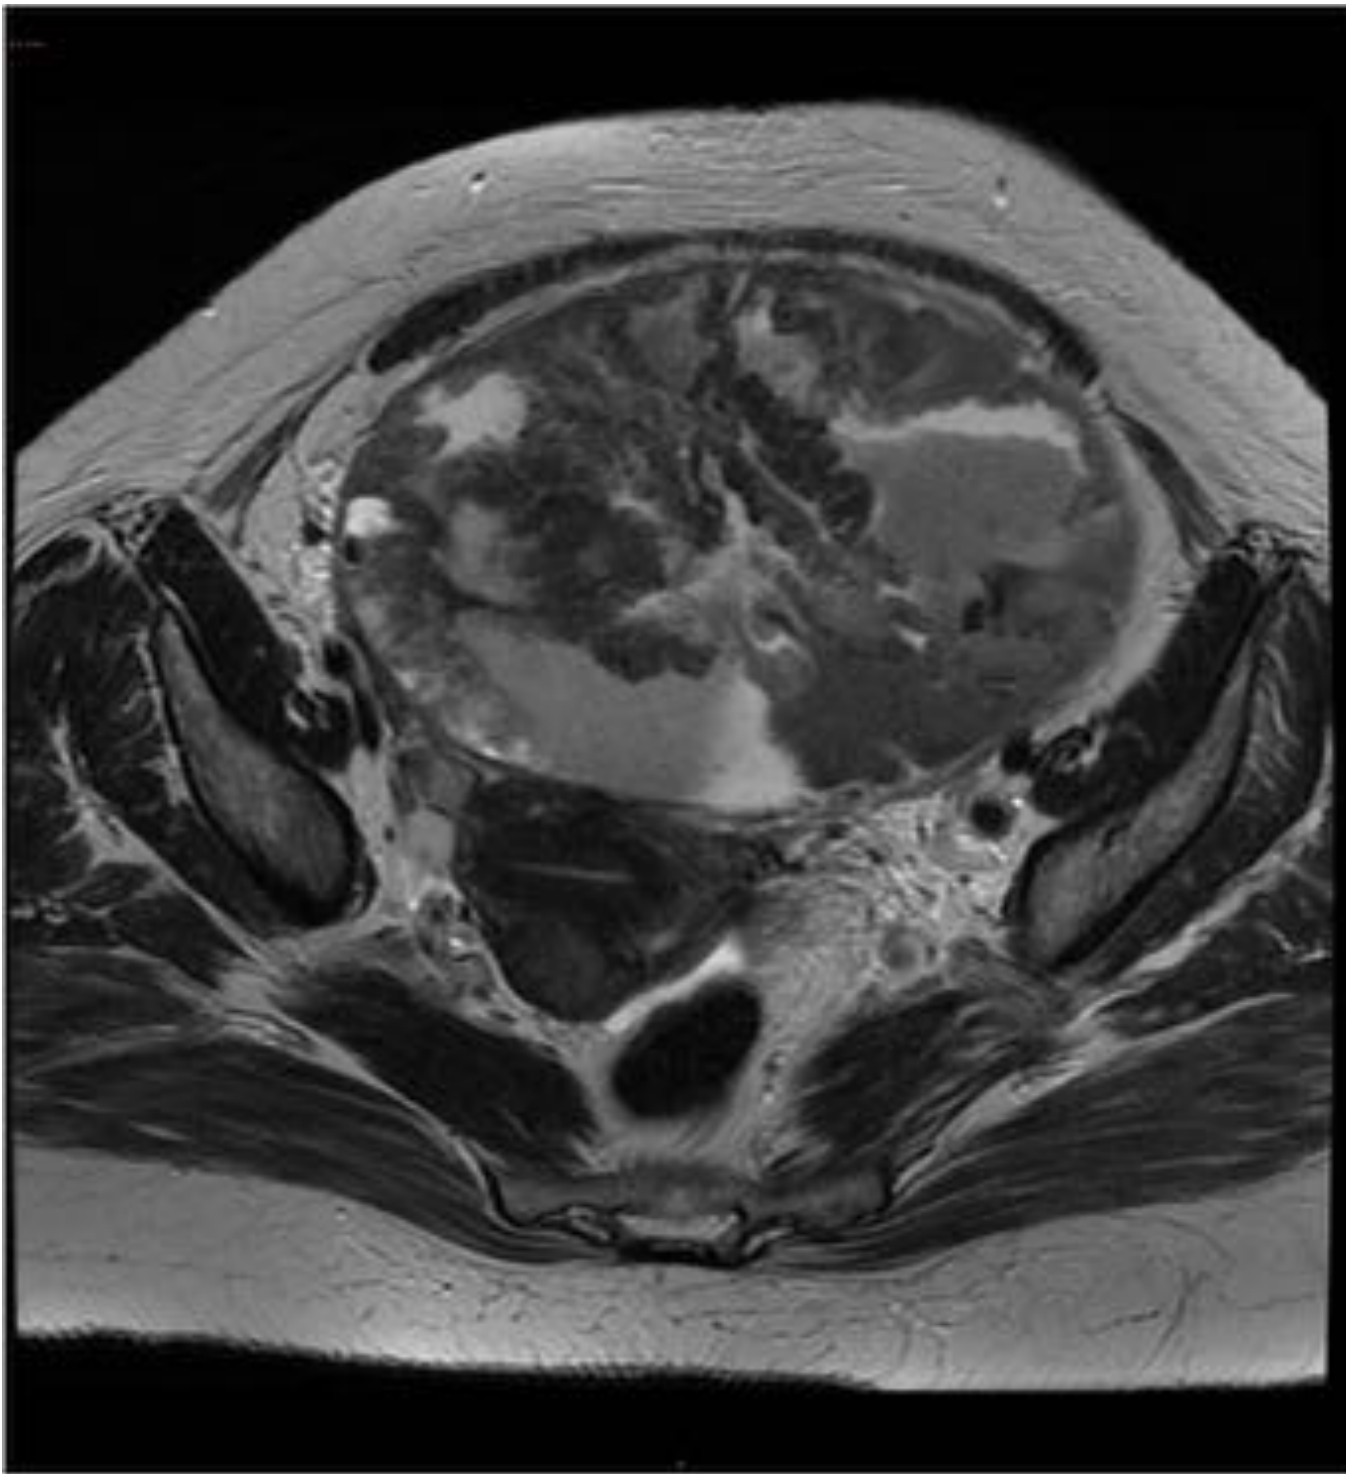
RM: Ca ovario: gran masa solidoquística con septos y proliferaciones sólidas que realzan tras la administración de civ, con necrosis y hemorragia , de rápido crecimiento sugestiva de malignidad
